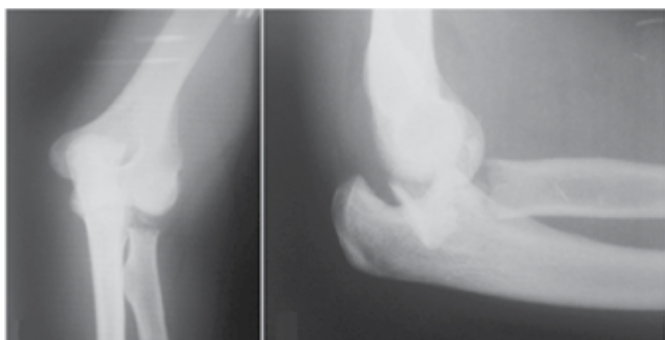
Radiografia em perfil e AP evidenciando a tríade terrível do cotovelo.
